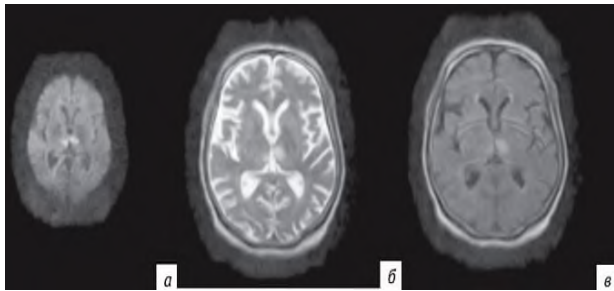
МРТ с гиперинтенсивным сигналом парамедианных зон правого и левого таламусов, что соответствует зоне кровоснабжения артерии G. Persheron и подтверждает острые инфаркты этих зон:
